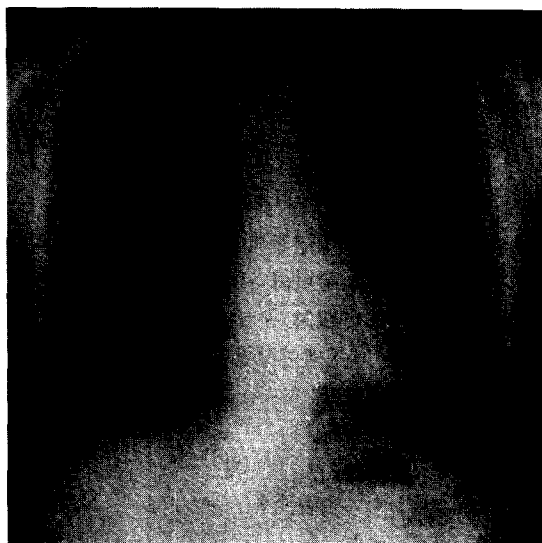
Preop. chest X-ray shows no pathologic findings.
